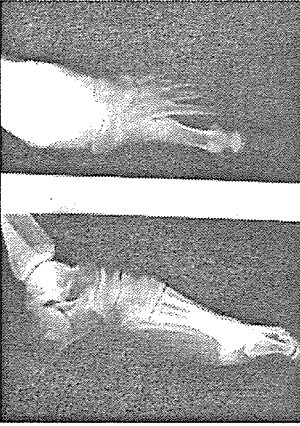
55 yaşındaki bir erkek hastamızın ameliyat öncesi ön-arka ve yan grafisi
